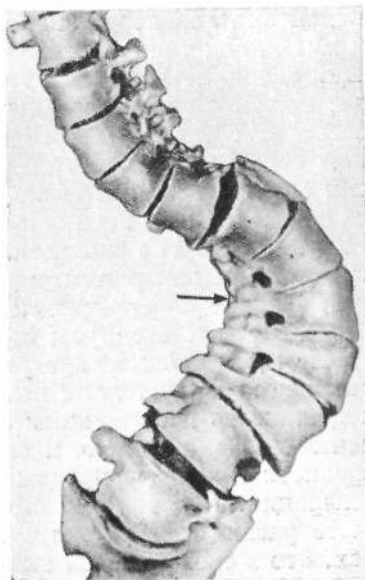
Рентгенограмма пояснично-крестцового отдела в $\frac{3}{4}$ при сколиозе. Резкое «сжатие» суставов, неартрозы с основаниями дужек.
